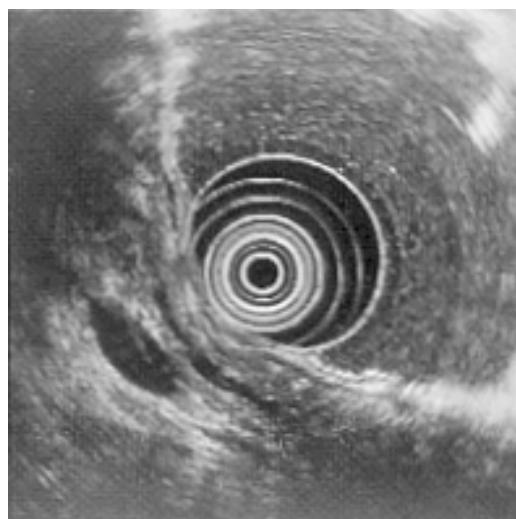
An endoscopic ultrasonographic finding. The main pancreatic is tortuously dilated and the parenchyma appears irregular and coarse. No mass is found in the pancreas.
